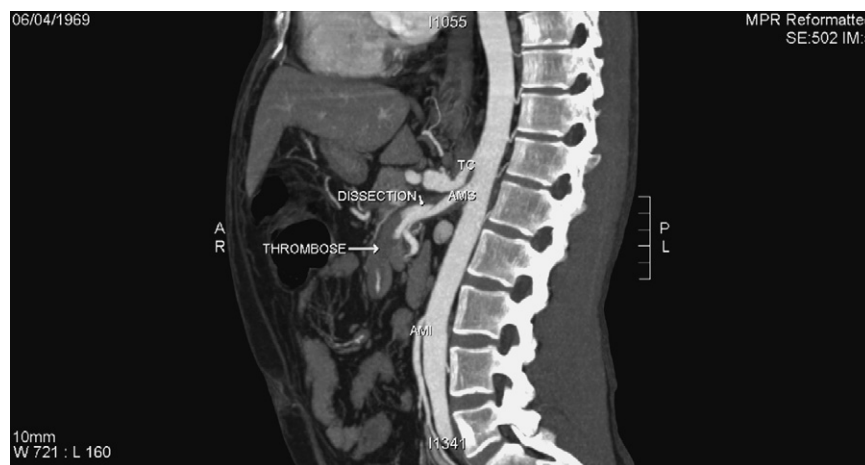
Vue tomodynamométrique en coupe sagittale de l'acquisition au temps artériel de l'injection, objectivant la dissection de l'artère mésentérique supérieure (AMS) sur son segment proximal. On note la thrombose de la fausse lumière au-delà de la première branche jéjunale. TC : tronc coeliaque ; AMI : artère mésentérique inférieure.
